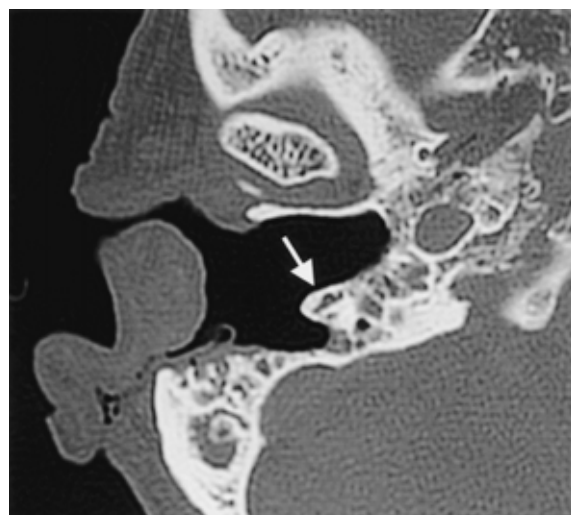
側頭骨CT軸位(9月20日): 拡大中耳根治術後の状態。中耳腔は顔面神経管(白矢印)を残して削開されている。
